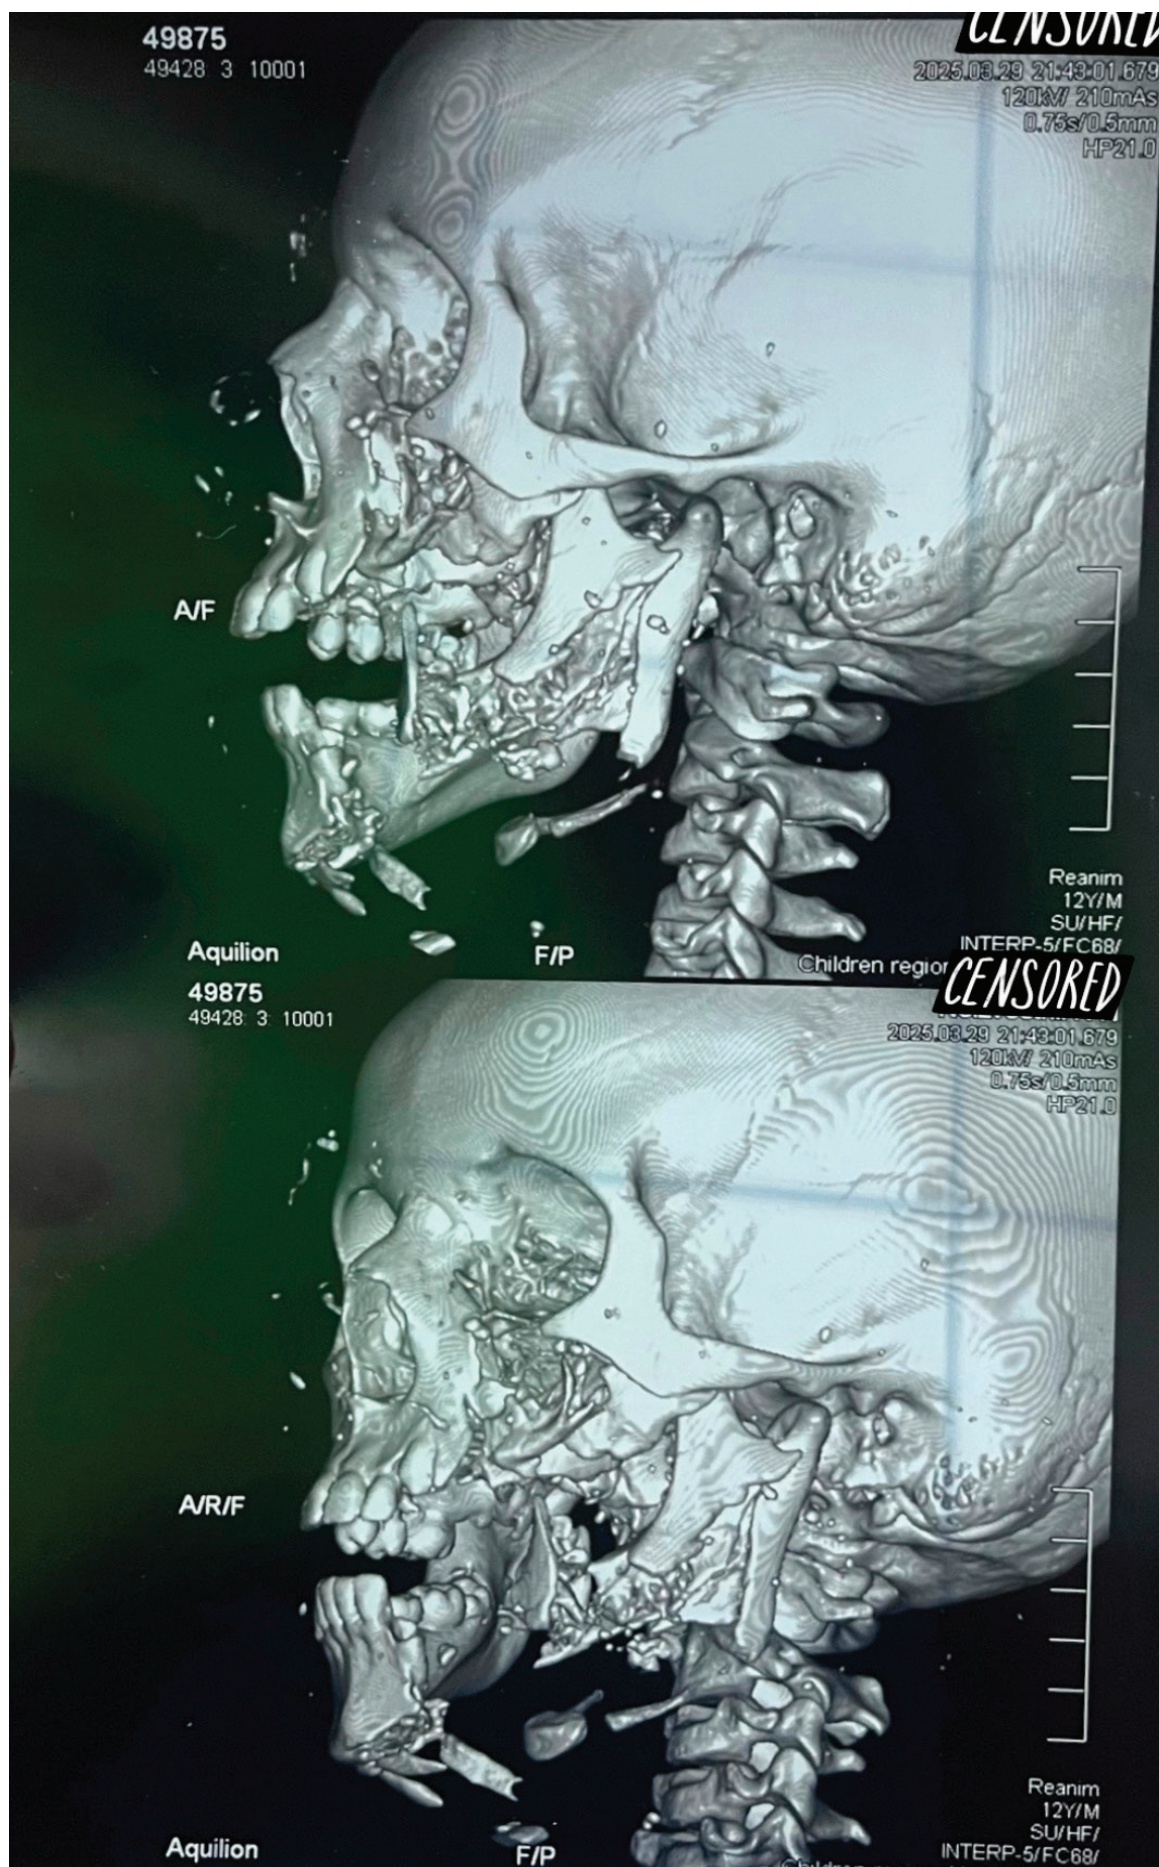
Пациент Ш., 12 лет. Компьютерная томография, 3-D реконструкция
